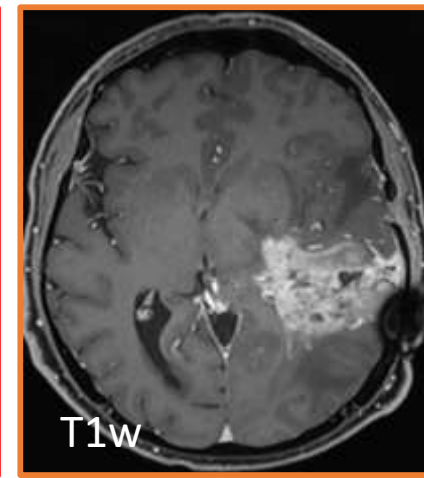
RM secuencial en una paciente de 51 años con una Glioblastoma de bajo grado sometido a viroterapia oncolítica intratumoral. En los controles realizados a las 4 y 12 semanas se identificó progresión tanto de la enfermedad medible como de la alteración de la señal T2 Flair (edema vasogénico / infiltración tumoral). Hallazgos indicativos de progresión verdadera según los criterios iRANO.
